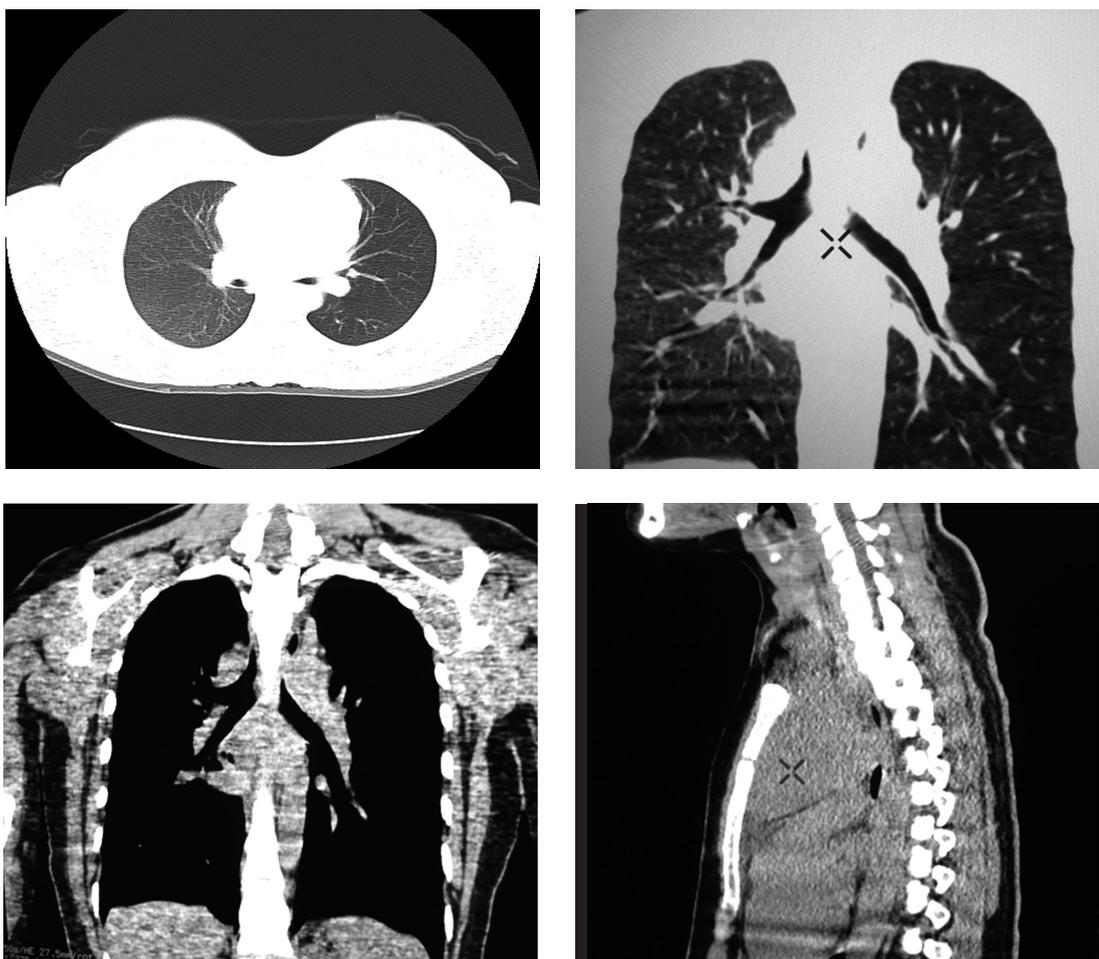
Tomografía cervicotorácica ventana mediastínica y pulmonar en los cortes coronal y transversal, ausencia de atelectasia, neumotórax, y/o neumomediastino
